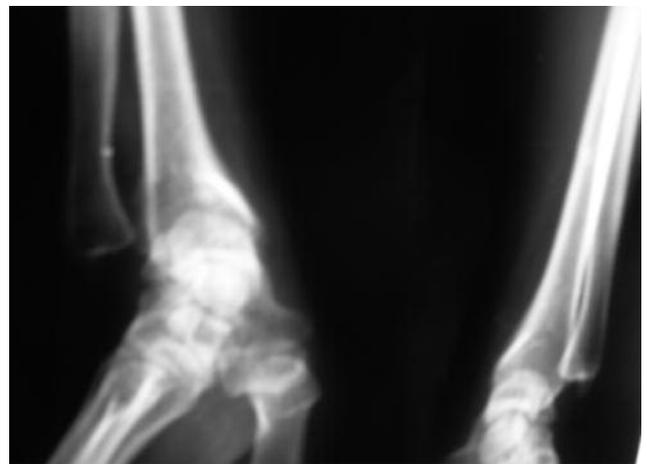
Radiographie des poignets de profil montrant une luxation de la tête ulnaire.
